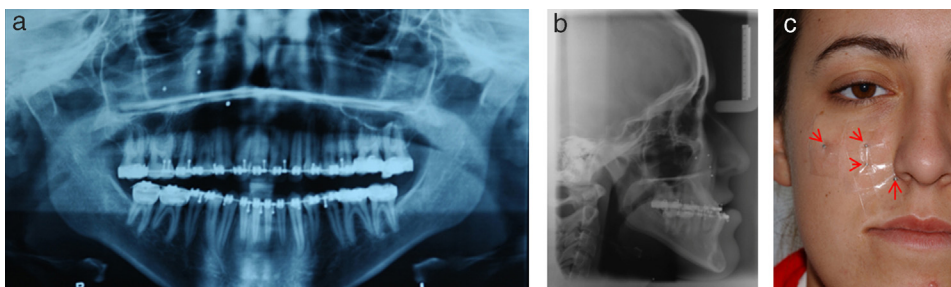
a. Ortopantomografia pré-cirúrgica. b. Teleradiografia da face em incidência de perfil pré- cirúrgica. c. Marcação dos pontos Arnett com esferas metálicas.
